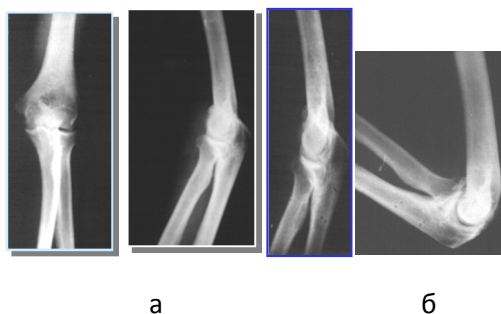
Фото с рентгенограмм левого локтевого сустава больного П., 35 л., с посттравматическим остеоартритом II стадии: а) до операции в 2 проекциях (с
